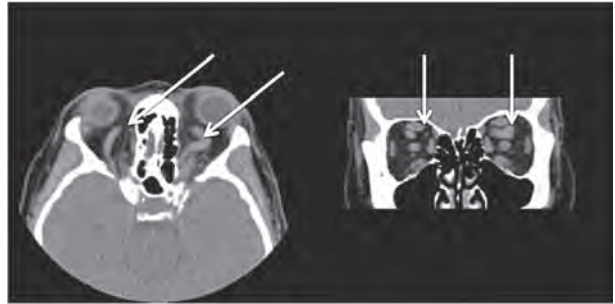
TC axial y coronal muestra dilatación de VOS a predominio OI.
